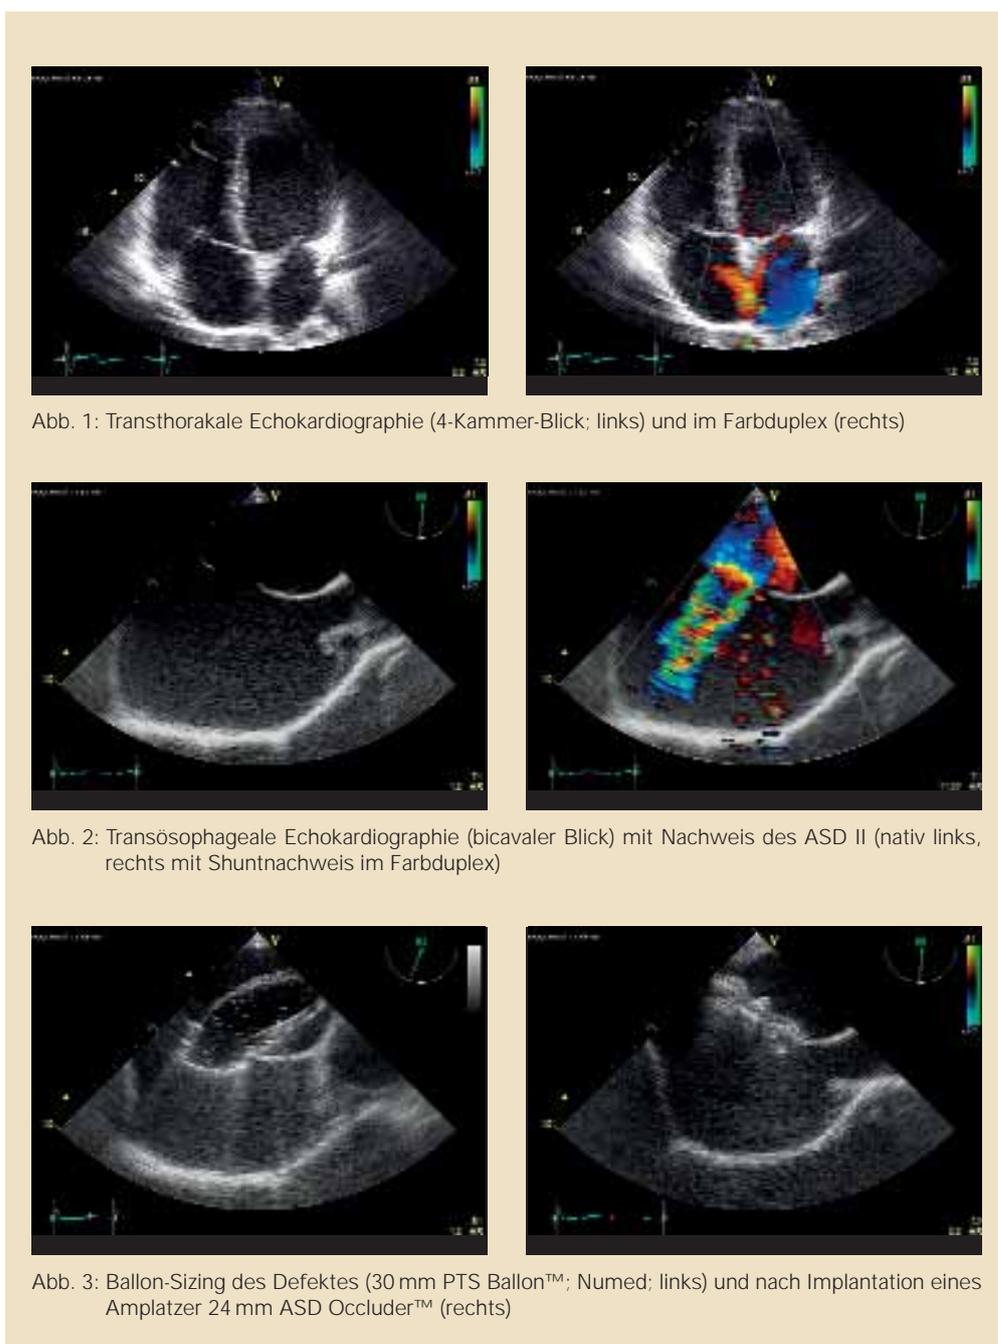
Transthorakale Echokardiographie (4-Kammer-Blick; links) und im Farbduplex (rechts)
